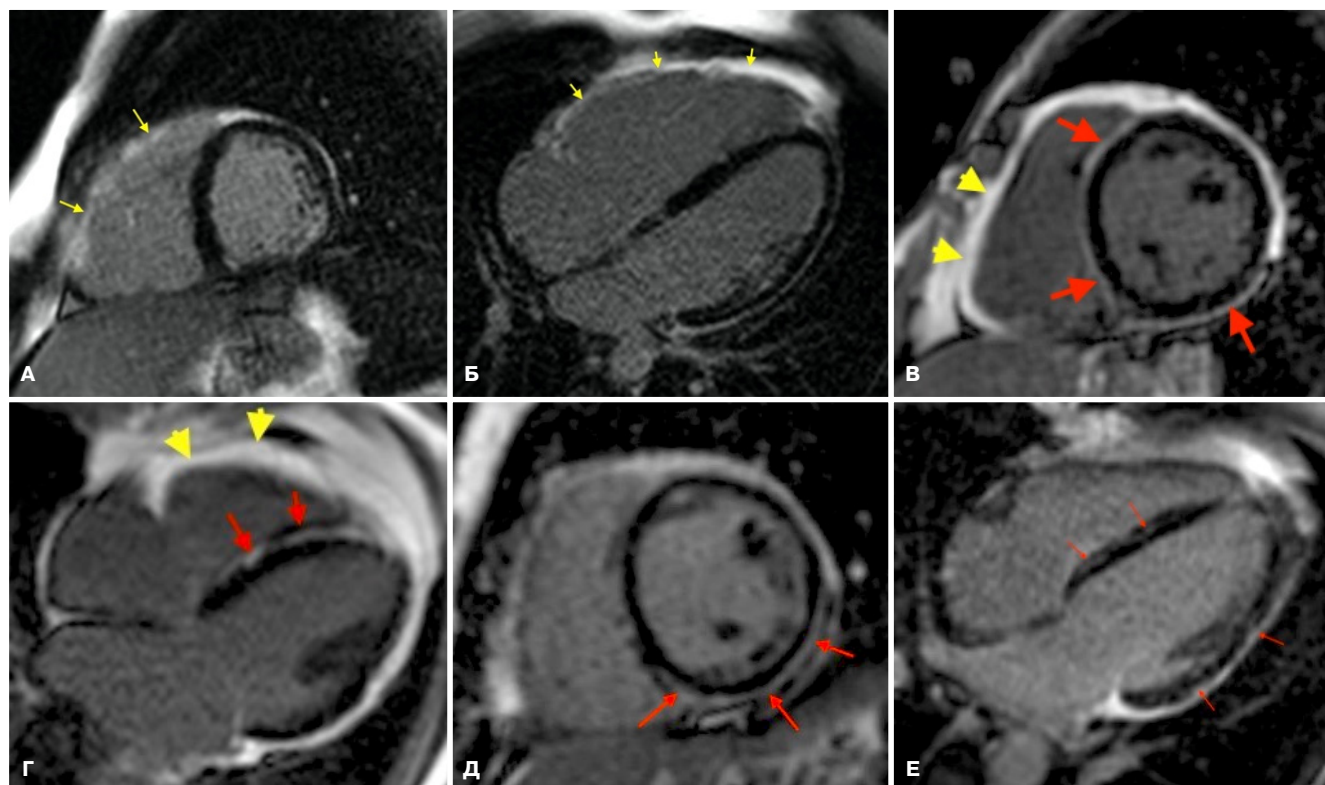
МРТ, отсроченное контрастирование, PSIR последовательность, различные формы АКМ, А, В и Д — короткая ось, Б, Г и Е — 4-камерная плоскость.
